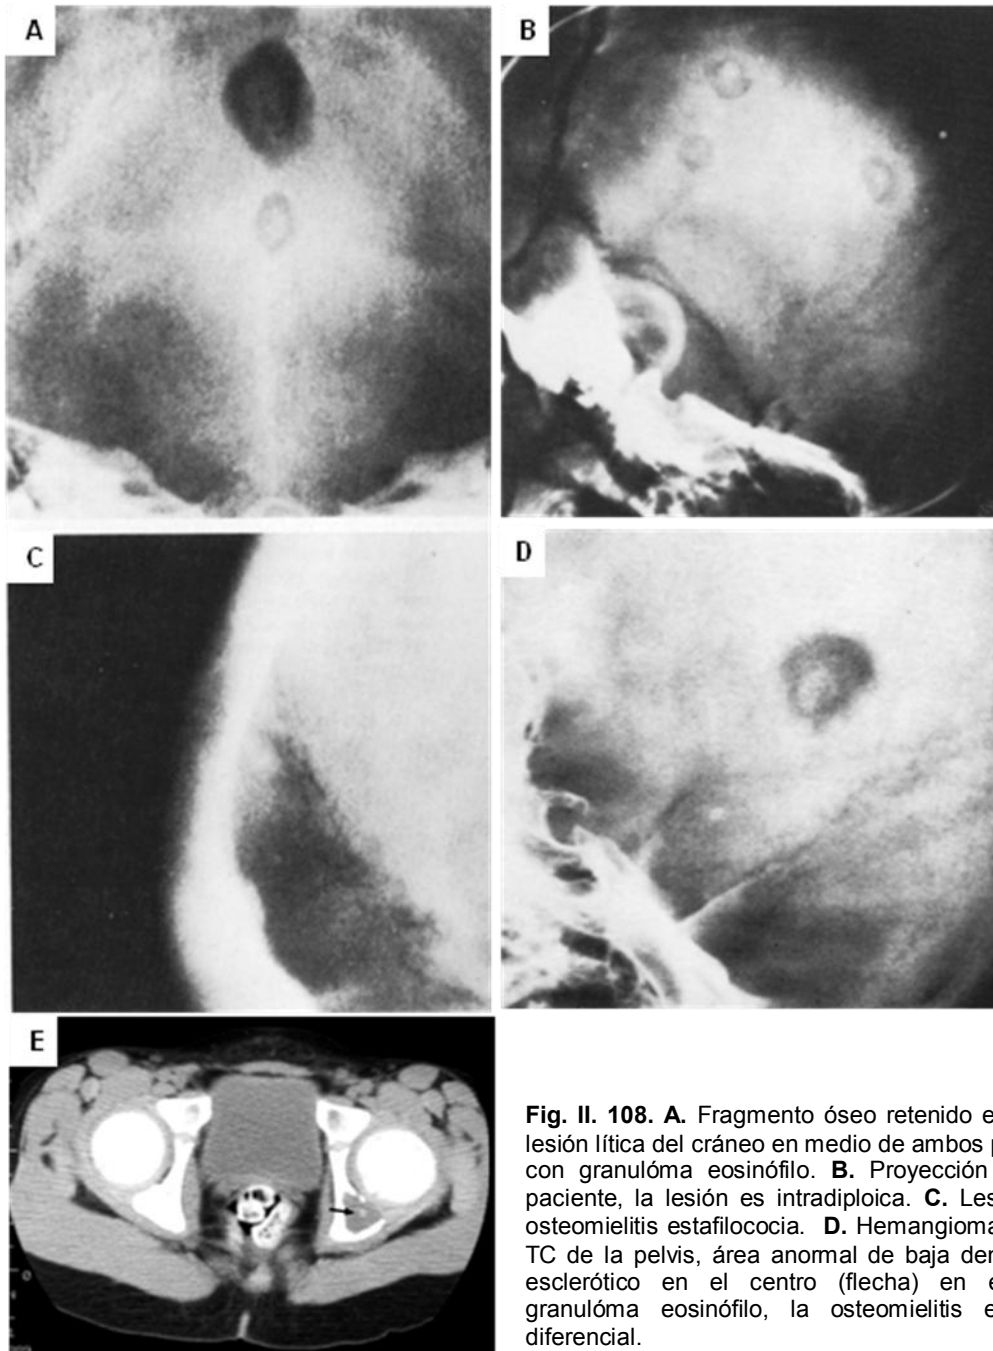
108. A. Fragmento óseo retenido en el centro de una lesión lítica del cráneo en medio de ambos parietales, paciente con granuloma eosinófilo. B. Proyección lateral del mismo paciente, la lesión es intradiploica. C. Lesiones múltiples de osteomielitis estafilococia. D. Hemangioma. E. Corte axial de TC de la pelvis, área anormal de baja densidad con un foco esclerótico en el centro (flecha) en el lado izquierdo, granuloma eosinófilo, la osteomielitis es un diagnóstico diferencial.
